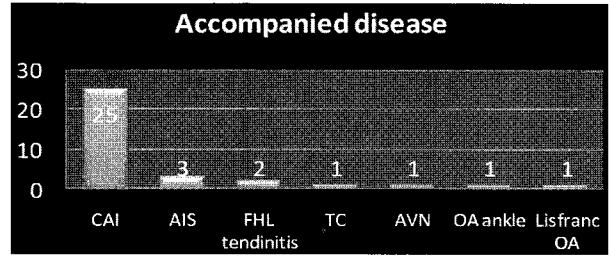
This graph shows accompanied disease of osteochondral lesion of talus. CAI, chronic ankle instability; AIS, anterior impingement; FHL, flexor hallucis longus; TC, tarsal coalition; AVN, avascular necrosis; OA, osteoarthritis.
